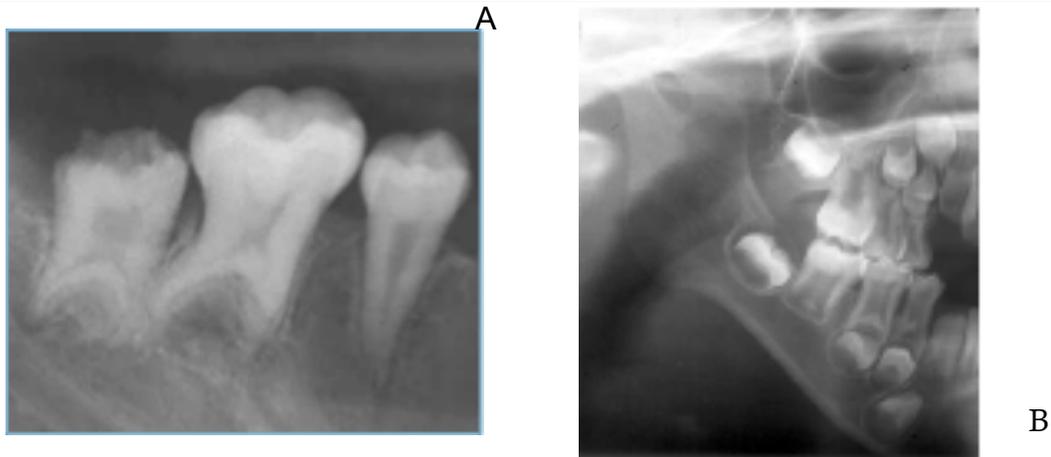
A) Taurodontismo mandibular diente permanente. B) Radiografía lateral de cráneo que muestra taurodontismo en molares permanentes.<sup>16</sup>
